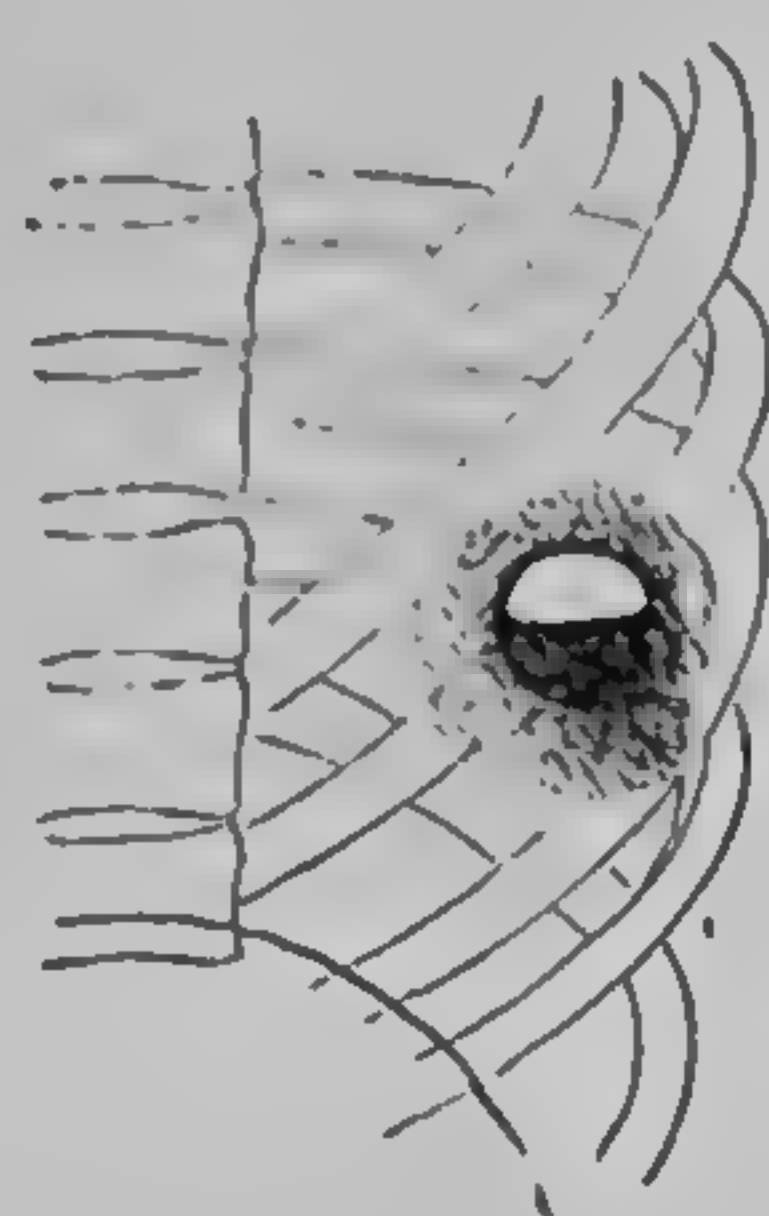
Abces pulmonar al lobului inferior stîng: imagine hidro-aerică (radiografie dr. A. Iacob)
